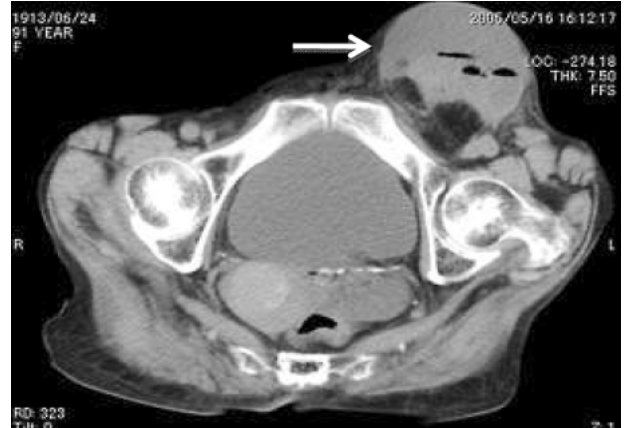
大腿ヘルニア嵌頓 91歳女性 単純CT:左ソケイ部に小腸並びに小腸間膜と考えられる構造(矢印)の脱出像が認められる。内容の腸管には内腔の液体貯留を伴う拡張像が認められる。ソケイヘルニアとの鑑別はCTの横断像ではむづかしい。最近では冠状断像や矢状断像がその鑑別に有用とされる<sup>15)</sup>。
